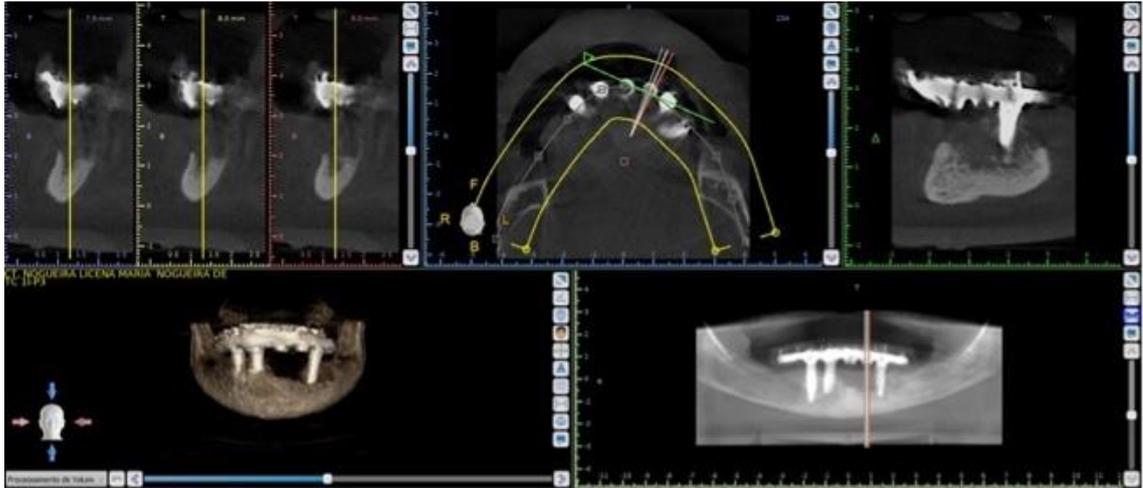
Cone Beam Computed Tomography (CBCT) after the removal of two mandibular implants.
